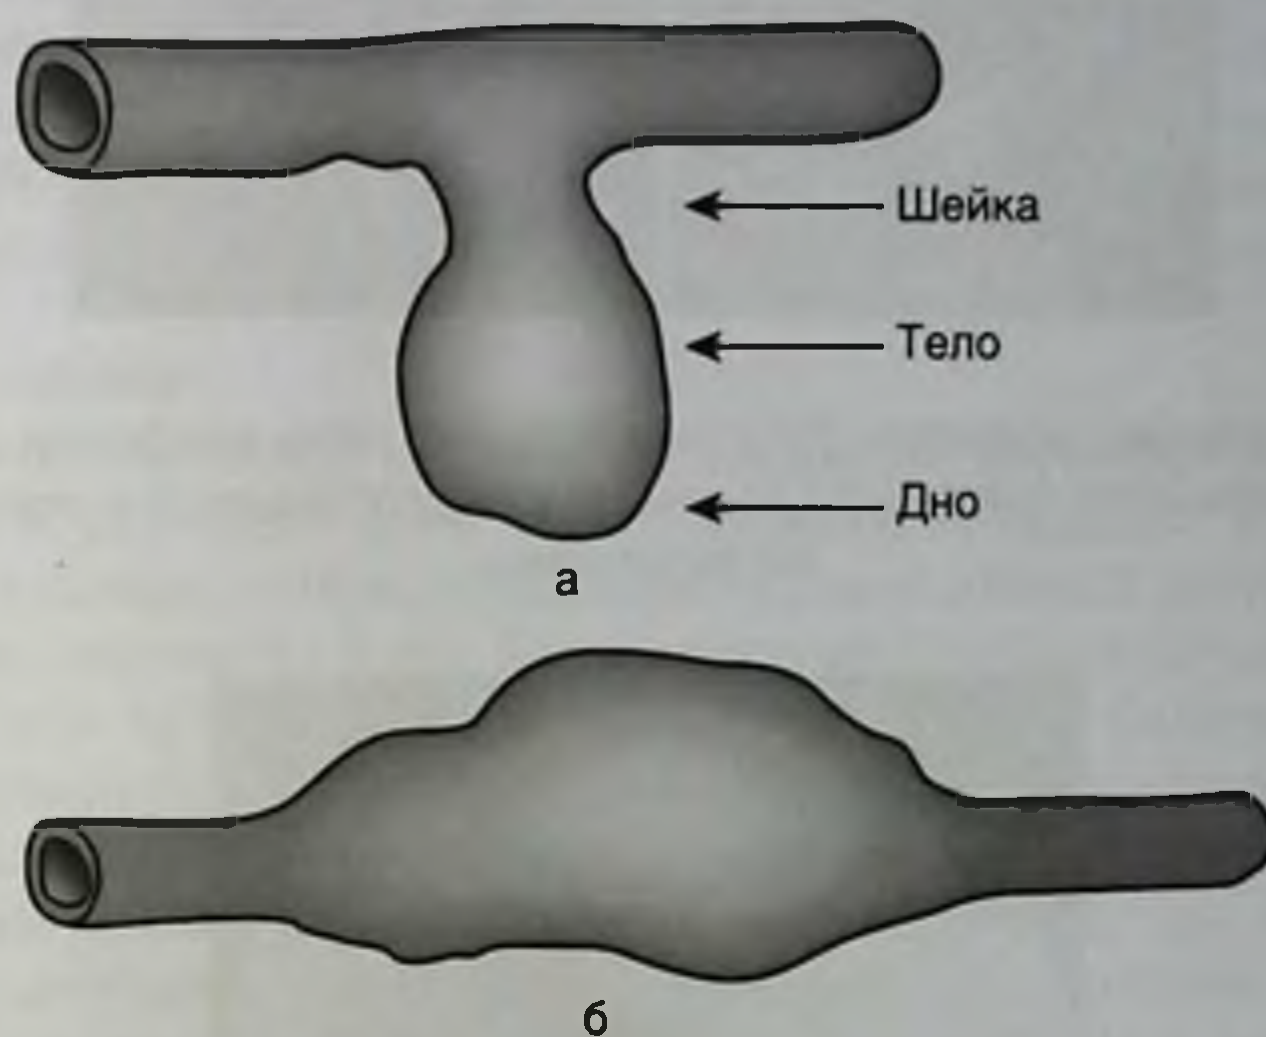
Виды артериальных аневризм: а — мешотчатая; б — фузиформная
